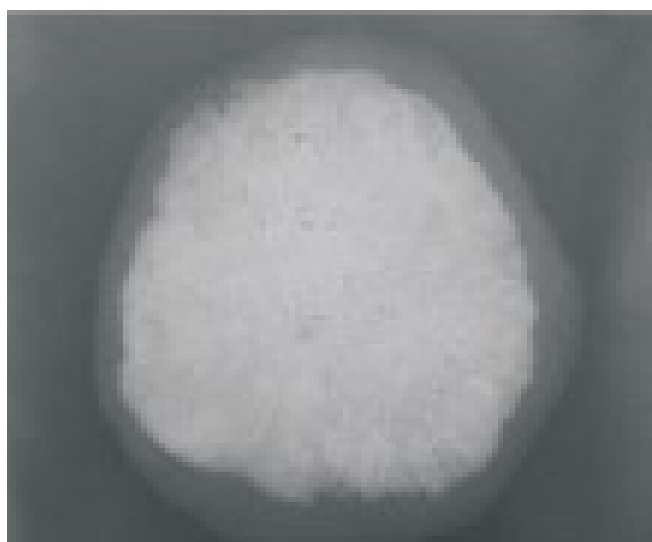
Radiografia da peça cirúrgica mostrando difusas calcificações radiopacas.
